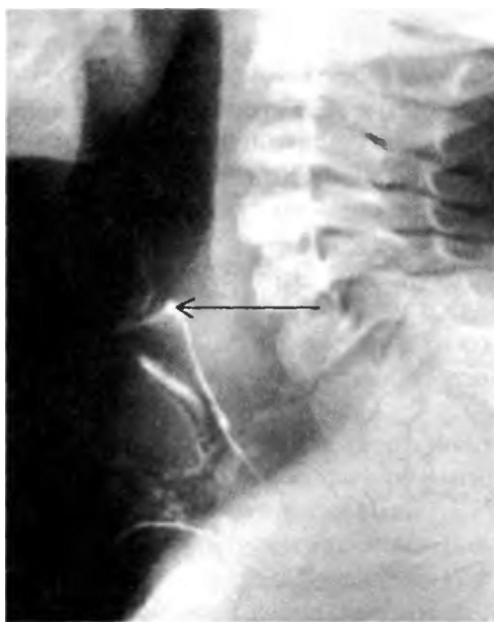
Задержка контрастного вещества на уровне голосовых складок (рубцовая мембрана). Рентгенограмма гортани с контрастным веществом.
